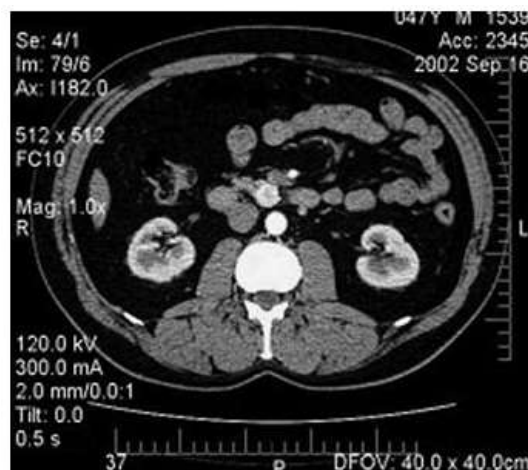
Мультиспиральная КТ брюшной полости Больного К., 47 лет, с внутривенным усилением: в артериальную фазу в крючковидном отростке поджелудочной железы определяется округлое образование размерами 19 × 15 мм, активно накапливающее контрастное вещество, – инсулинома.
